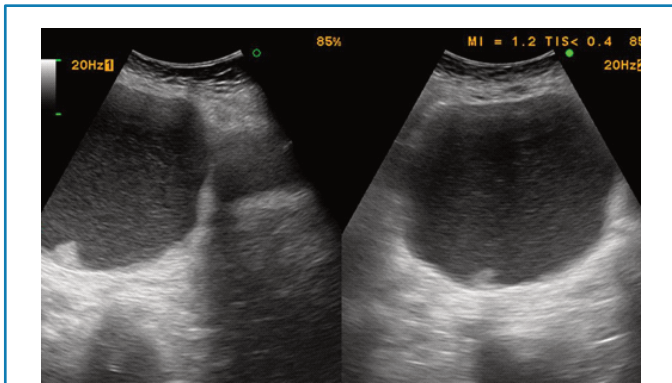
Ecografía tumor seroso borderline. Papila >3mm.
